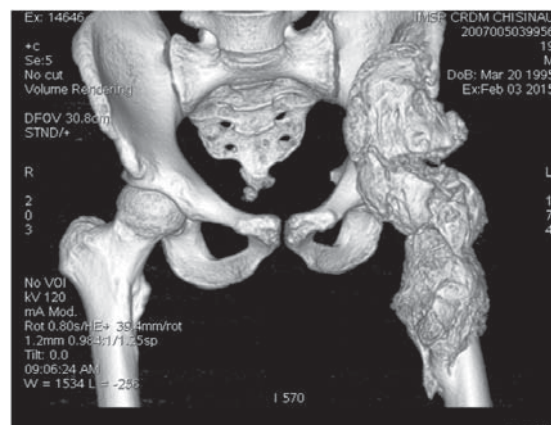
CT a bazinului, incidență axială.
